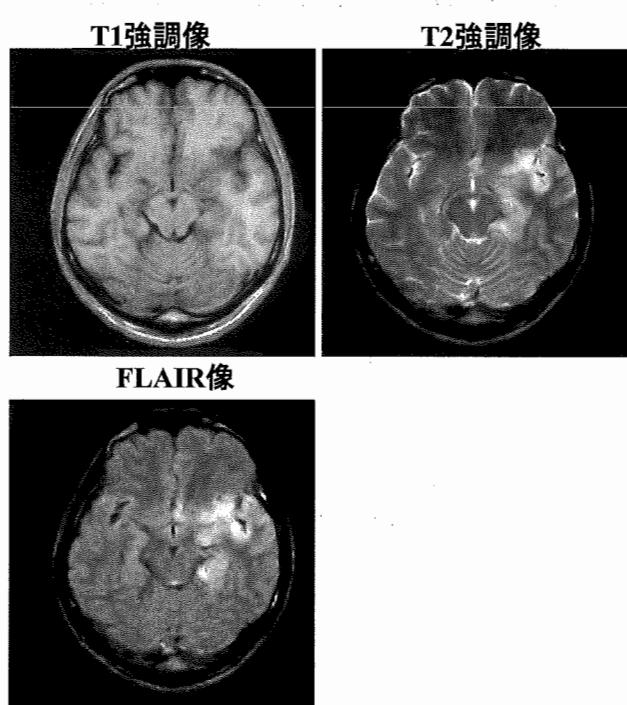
HSVEにおけるMRI所見と認知機能の関連
